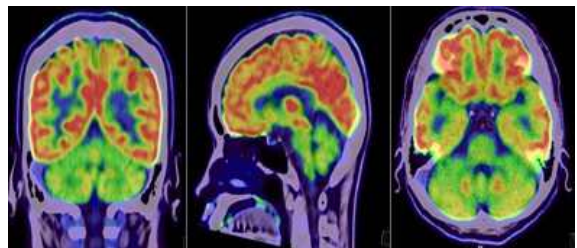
18F-FDG Brain PET/CT, Moderate decreased FDG uptake in both cerebellum.
